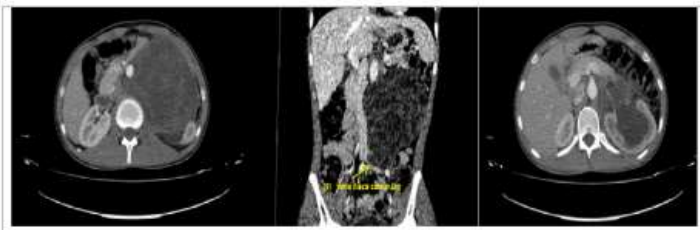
TC: En imagen de la izquierda y en el centro de objetiva conglomerado adenopático retroperitoneal de gran tamaño. En figura derecha se objetiva hidronefrosis grado III.
